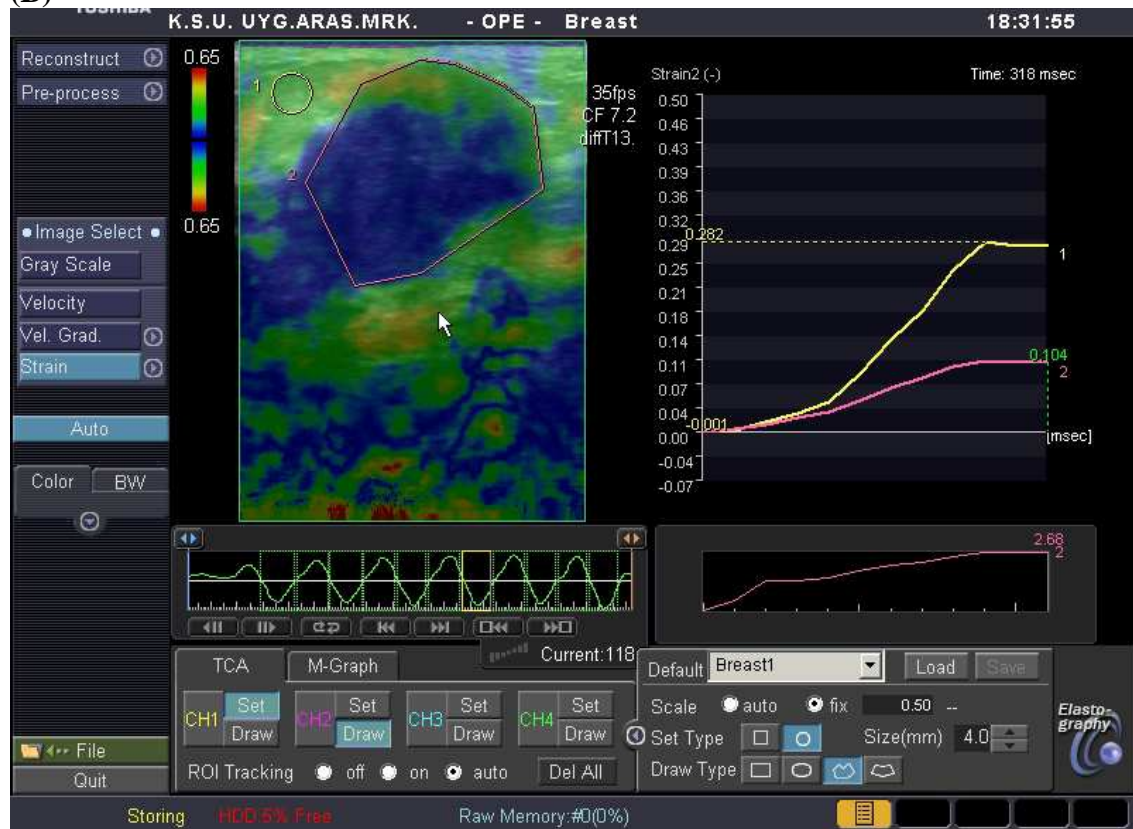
52 yaşında bir hastada invaziv duktal karsinom tanımlı bir lezyonun B-mod sonogram (A) ve sonoelastogram (B,C,D,E) görüntüleri. Cilt altı yağlı doku/lezyon ortalaması gerinim oranı: 7,85 (B), lezyon düzeyi yağlı doku/lezyon ortalaması gerinim oranı: 4,58 (C), cilt altı yağlı doku/lezyonun en sert yeri gerinim oranı: 16,17 (D), lezyon düzeyi yağlı doku/ lezyonun en sert yeri gerinim oranı: 9,79 (E).
